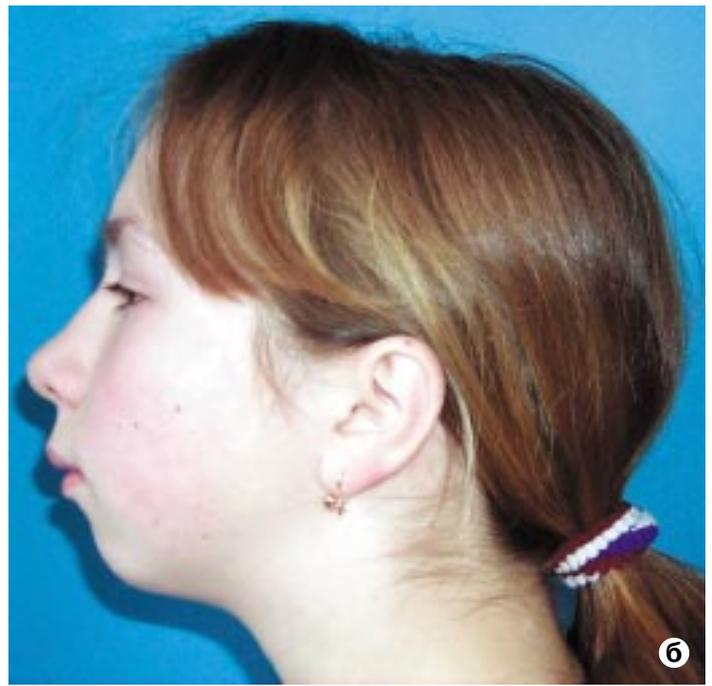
Внешний вид (а, б) и прикус (в) б-ой Н. 12 л. с нижней микрогнатией, дистальной окклюзией боковых зубов, вертикальной резцовой дизокклюзией врожденного генеза до лечения. Боковая телерентгенограмма до операции (г). Ортопантомограмма (д) нижней челюсти — произведена остеотомия, установлены ДКА. Ортопантомограмма (е) нижней челюсти после дистракции. Дизокклюзия (ж) после дистракции на этапе послеоперационного ортодонтического лечения.
